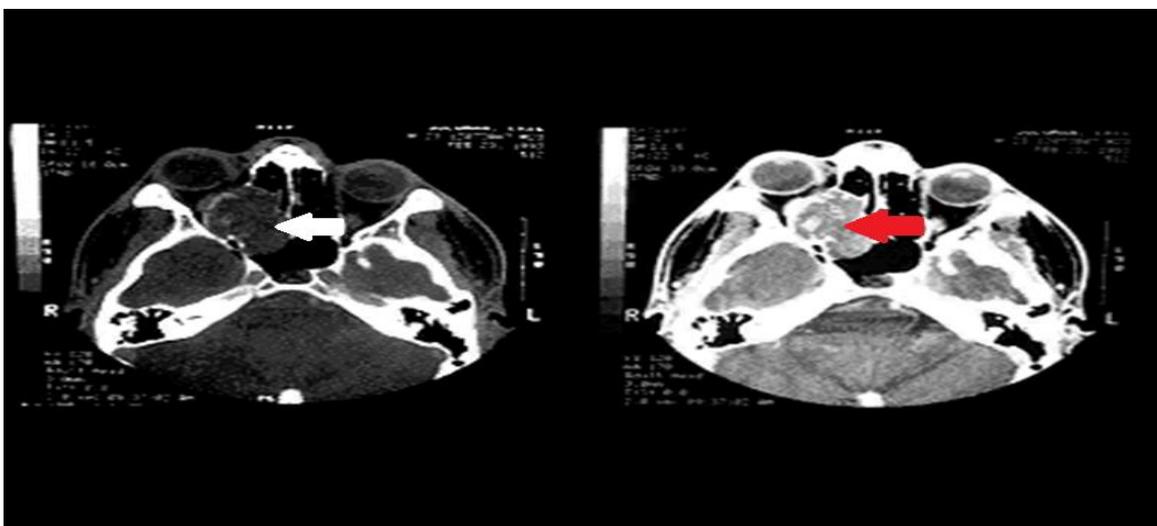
Компьютерная томография больного У., 14 лет
